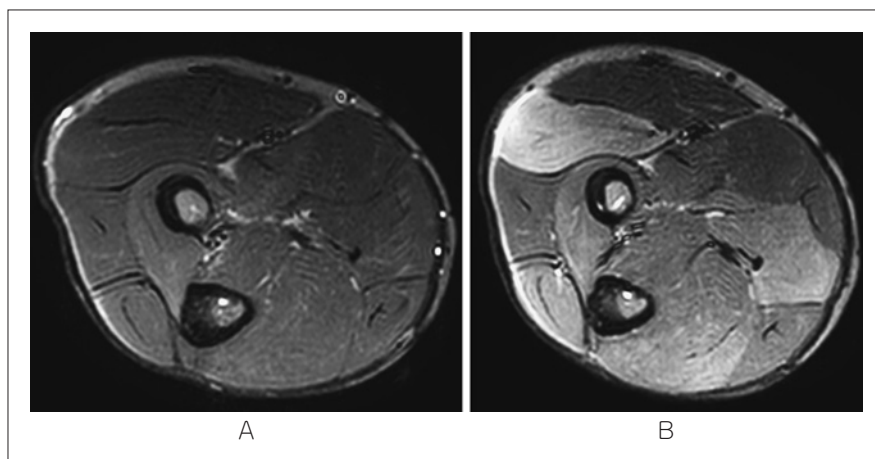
ストレス負荷前後単純 MRI T2 強調画像所見
